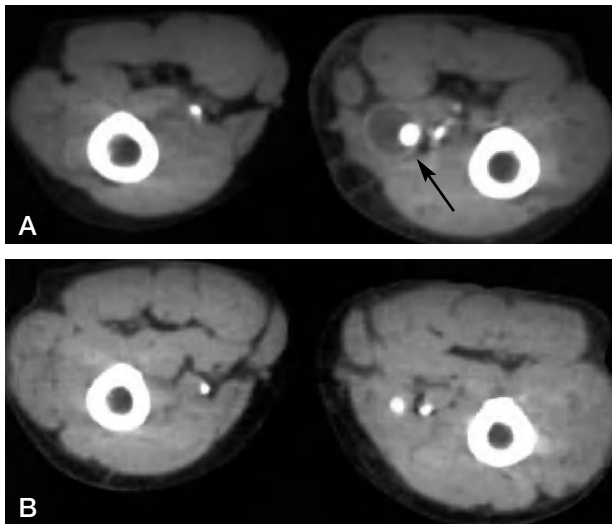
A. Tomografía axial computarizada con contraste endovenoso que muestra una prótesis poplítea izquierda permeable con colección periprotésica, señalizada con flecha. B. Resolución de la colección periprotésica después del tratamiento antibiótico.
